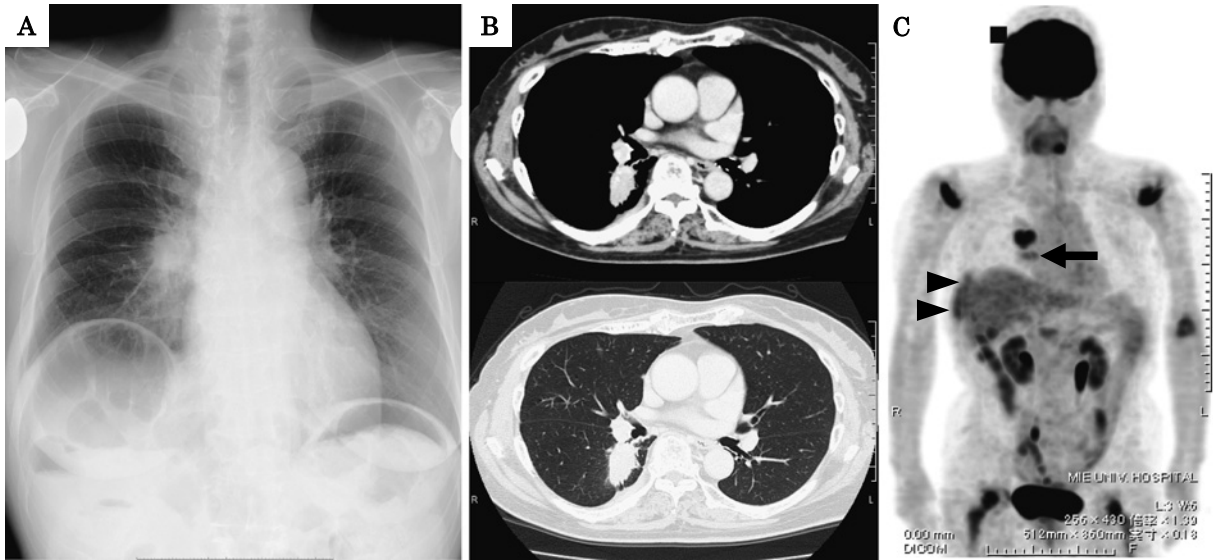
A chest radiograph showed a tumor shadow in the right hilum (A). Chest CT showed a tumor shadow in the right S⁶ (B). FDG-PET/CT showed that the right S⁶ lesion had a marked FDG uptake. The SUVmax of the lesion was 7.3. Ribs (arrow) and pleura (arrowheads) also had marked FDG uptakes.
